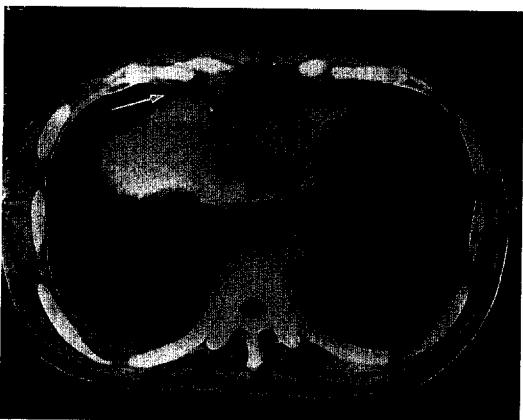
Chest CT indicates the enlarged diaphragmatic lymph node(arrow).
